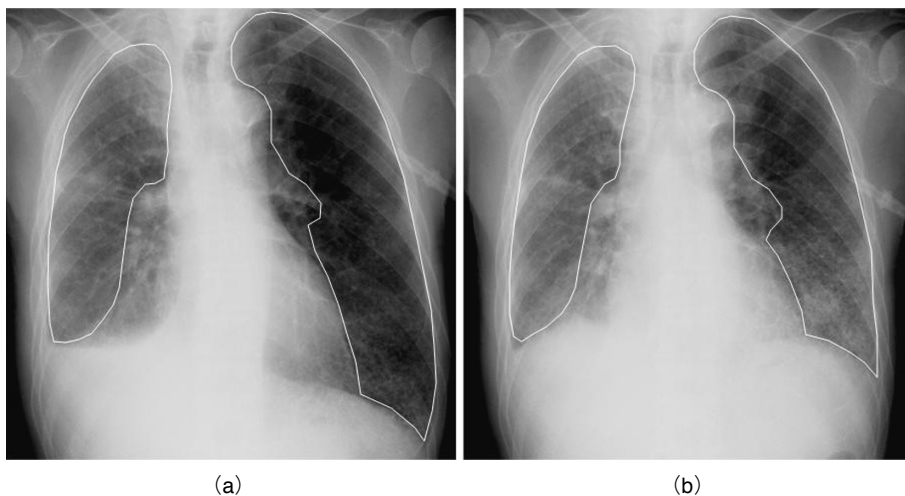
Dynamic chest radiographs in (a) the maximum inspiratory and (b) expiratory phase (Case No. 12, Obstructive pulmonary disease, 74-year-old Man). X-ray translucency in the lung areas change resulting from the changes in air volume in the alveoli. Average pixel values were measured in each lung traced by the white lines.
